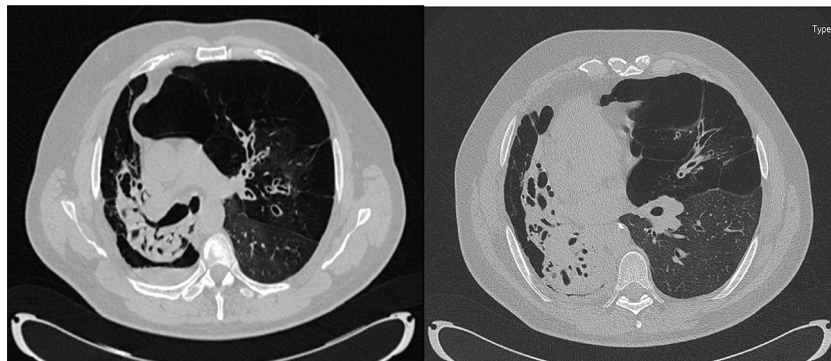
Cortes de TAC en los que se aprecia un colapso del pulmón derecho a expensas de la presencia de múltiples bronquiectasias, tan solo quedan aireadas las áreas de pulmón enfisematoso, con cambios bullosos. También se visualiza pequeño nivel hidroaéreo sugestivo de sobreinfección en los cambios bullosos descritos. Se objetiva, además, una importante hiperinsuflación del pulmón izquierdo con extensas áreas de enfisema panacinar en el lóbulo superior. Dicha hiperinsuflación, sumada al colapso del pulmón derecho, provoca un importante desplazamiento del mediastino hacia el lado contralateral.
